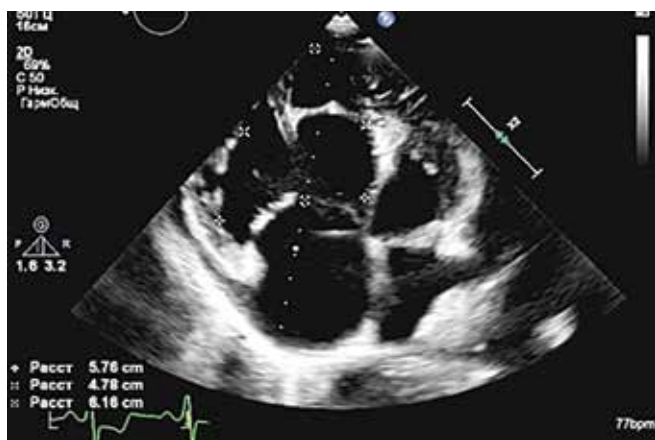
Эхокардиограмма значительной дилатации правых камер сердца из апикальной четырехкамерной позиции
